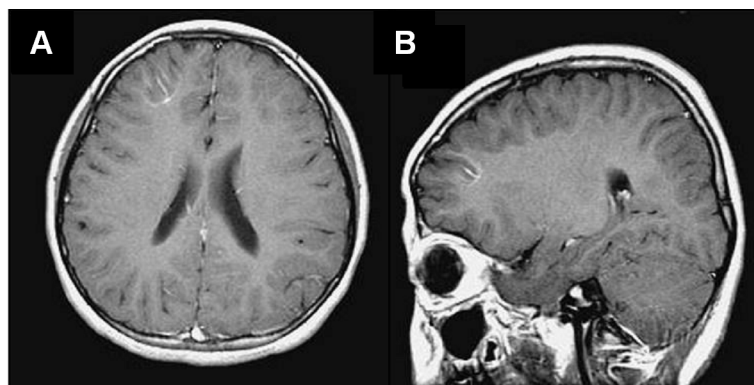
Venous angioma. MR images show a branching, contrast-enhancing structure in the right frontal lobe (A: gadolinium-enhanced T1-weighted axial image, B: gadolinium-enhanced, T1-weighted sagittal image).
